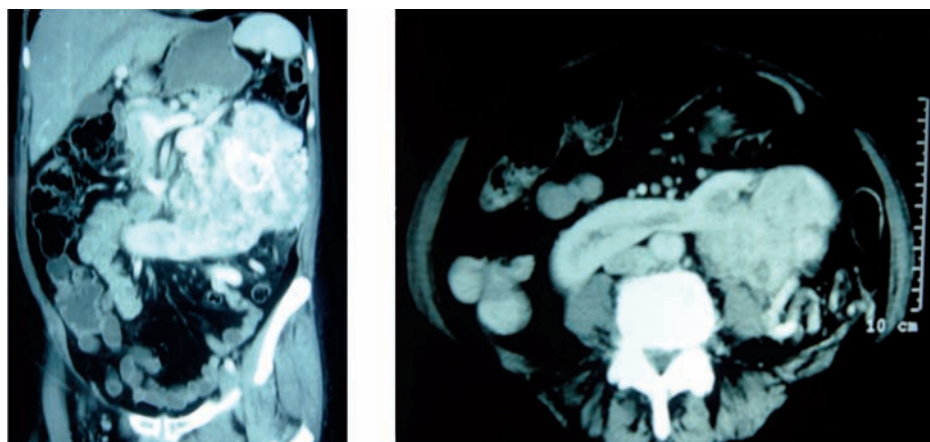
TC abdomino-pélvica en la que se observa un riñón en herradura con masa tumoral.
